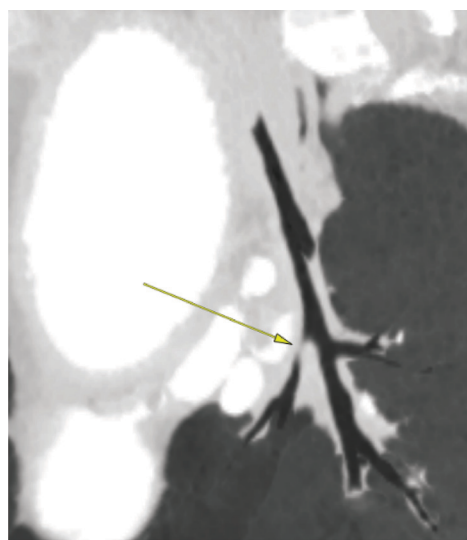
Обструкция среднедолевого бронха из-за утолщения стенок (данные компьютерной томографии)
